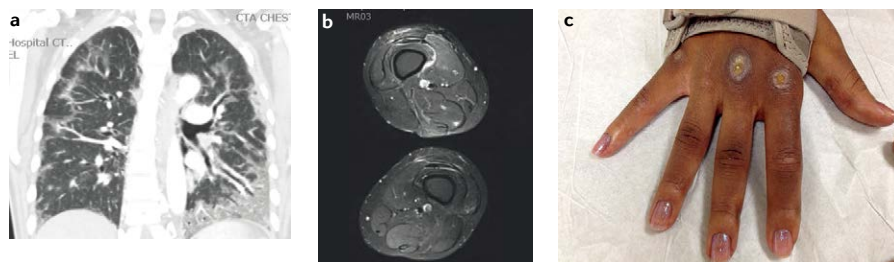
“肺肌炎”的肺部、肌肉及皮肤受损的典型表现。 a 肺部 CT 显示广泛且分散分布的毛玻璃影。b 大腿 MRI 显示肌肉水肿的微小证据。c 皮肤的侵蚀性 Gottron 丘疹。
